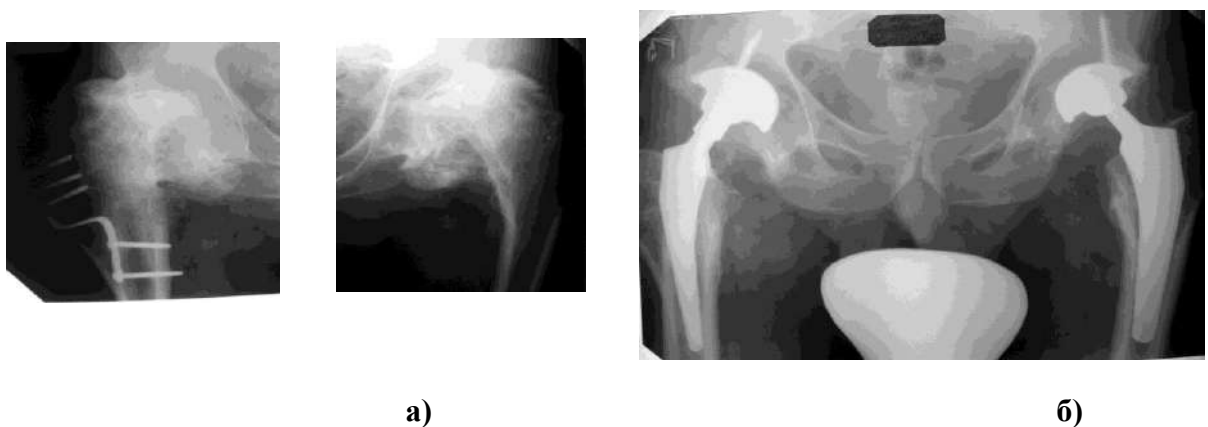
Рентгенограммы больного Б., 53 года, с двусторонним диспластическим коксартрозом 3-4 ст, ранее оперированного на правом суставе. а) при поступлении; б) отдаленный результат лечения.
